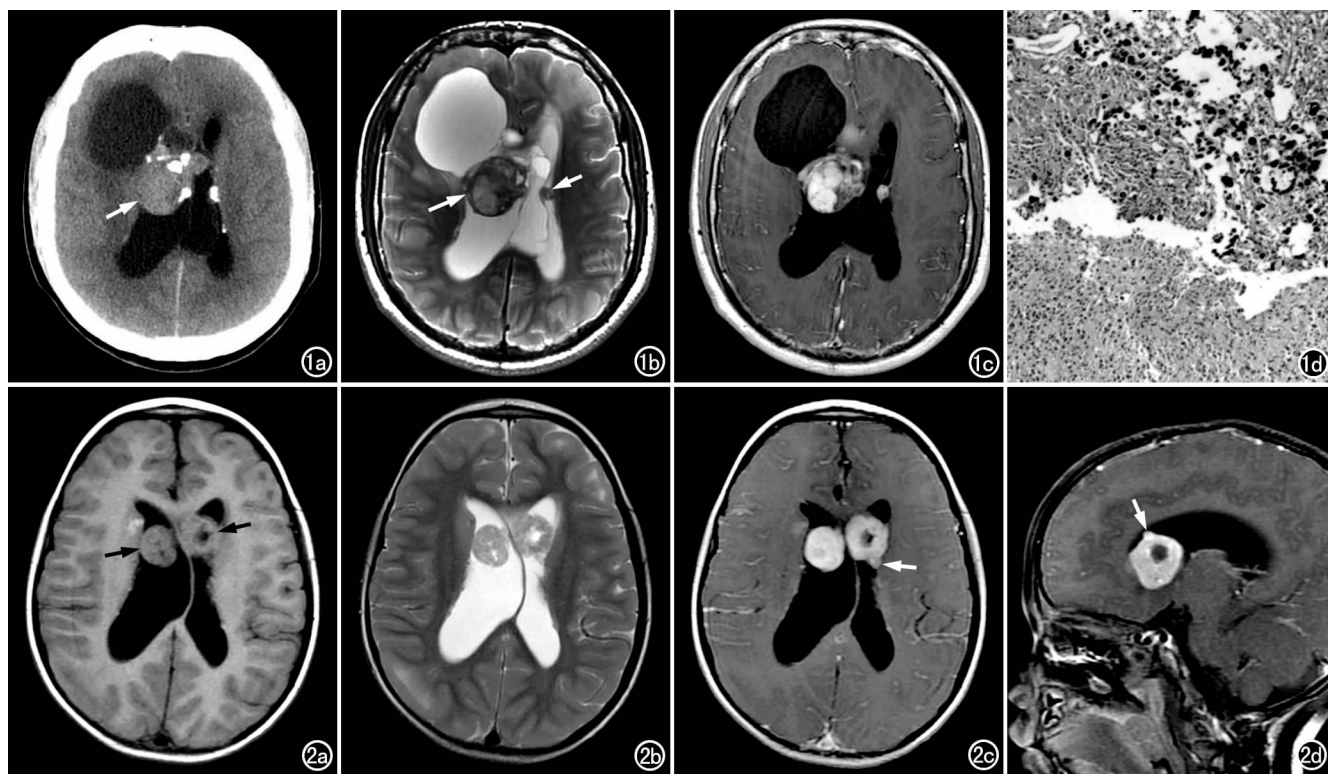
结节性硬化并侧脑室孟氏孔 SEGA。a) CT 平扫示侧脑室孟氏孔附近软组织肿块(箭)、其内有钙化, 左侧脑室壁有 2 个结节状钙化灶; b) MR T_2 WI 示肿块呈混杂信号(长箭), 左侧脑室室管膜下可见小结节(短箭), 伴脑积水; c) MRI 增强扫描示肿块呈不均匀强化, 室管膜下小结节亦强化; d) 镜下示病灶以多形性神经胶质细胞和神经纤维为主, 细胞异形性较轻($\times 400$, HE)。图 2 结节性硬化并双侧侧脑室 SEGA。a) T_1 WI 示双侧侧脑室内肿块呈等信号(箭); b) T_2 WI 示双侧侧脑室内肿块呈混杂信号, 内有囊变; c) 增强扫描横轴面图像示双侧侧脑室内肿块呈不均匀强化, 实性部分明显强化, 囊变部分无强化, 左侧侧脑室室管膜下可见明显强化的小结节(箭); d) 增强扫描矢状面图像示左侧侧脑室内肿块呈不均匀强化, 室管膜下可见明显强化的小结节。
